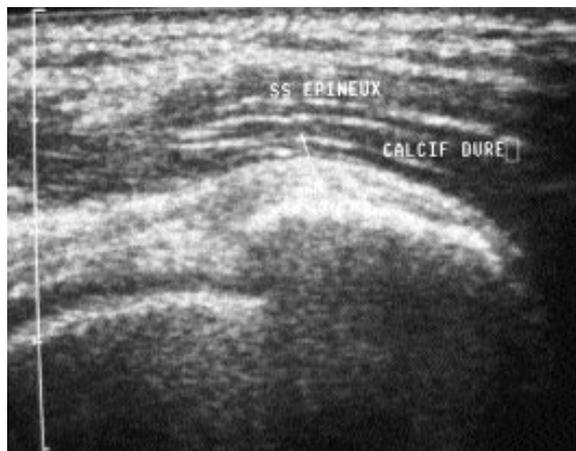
Calcification échographique avec cône d'ombre pur (stade 1).
